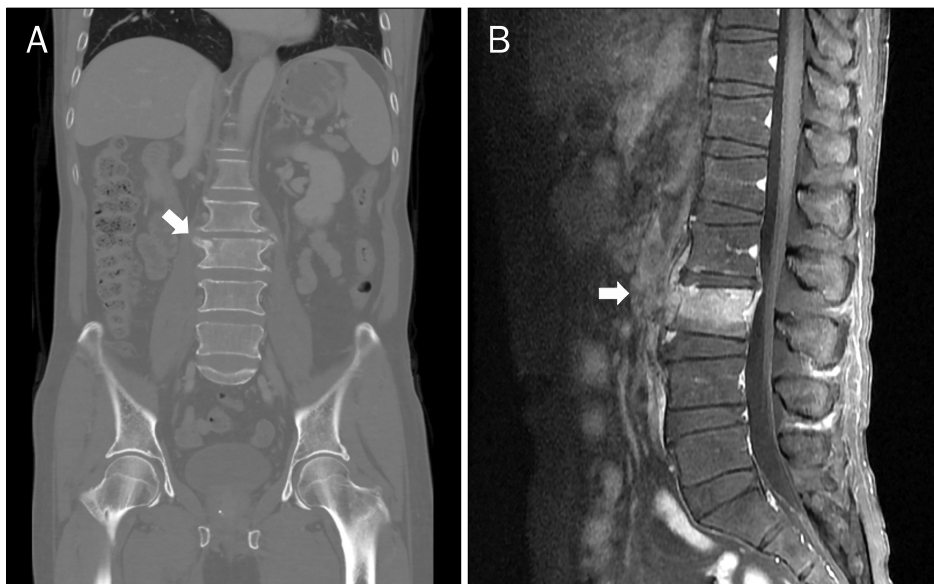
(A) Follow-up CT scan taken after 60 days shows irregular bone destruction and paravertebral enhancing soft tissue lesion (arrow) at L3 upper endplate. (B) Sagittal T1-weighted scan shows disc space narrowing and paravertebral inflammatory mass formation at L2-3 level (arrow).
